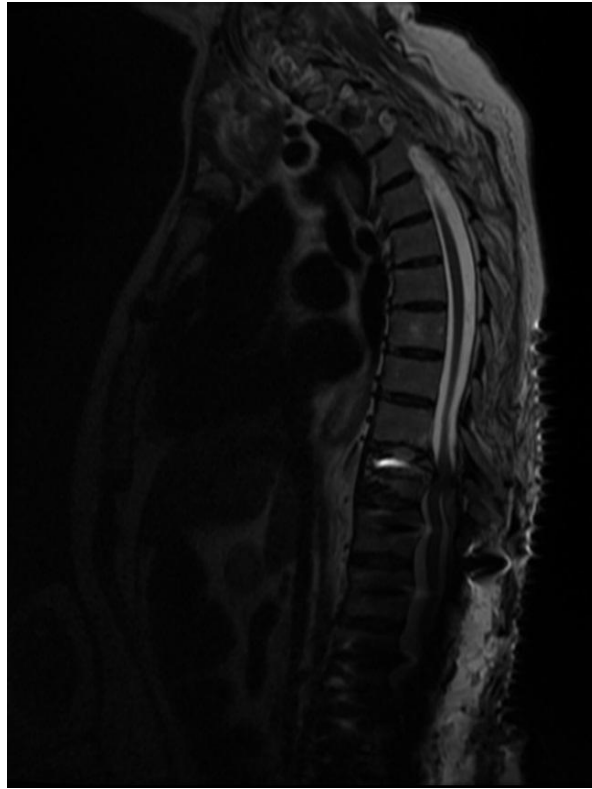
Resonancia Magnética Nuclear. Hematoma epidural a nivel de T10, con cambios postquirúrgicos de T10-L3.
